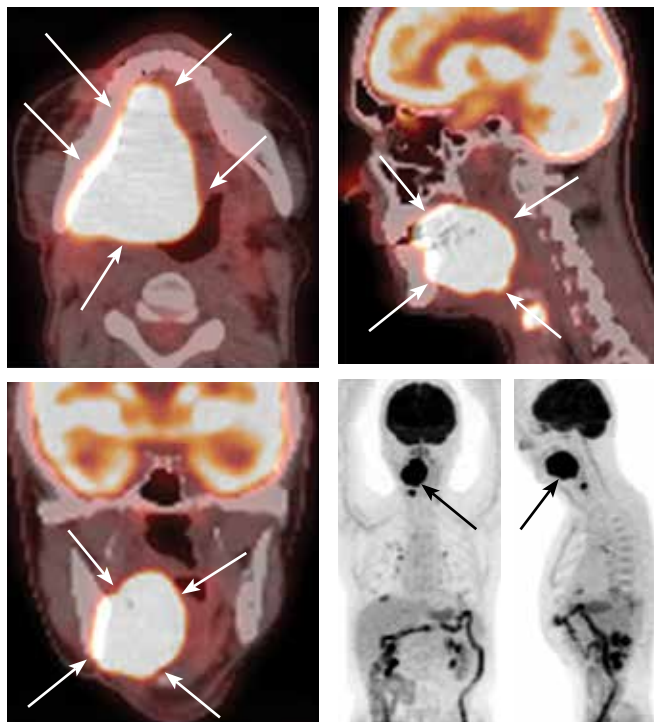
Позитронная эмиссионная томография от июня 2024 г. Массивная рецидивная опухоль языка справа размером $84 \times 57 \times 53$ мм с распространением на окружающие структуры (указана стрелками)
